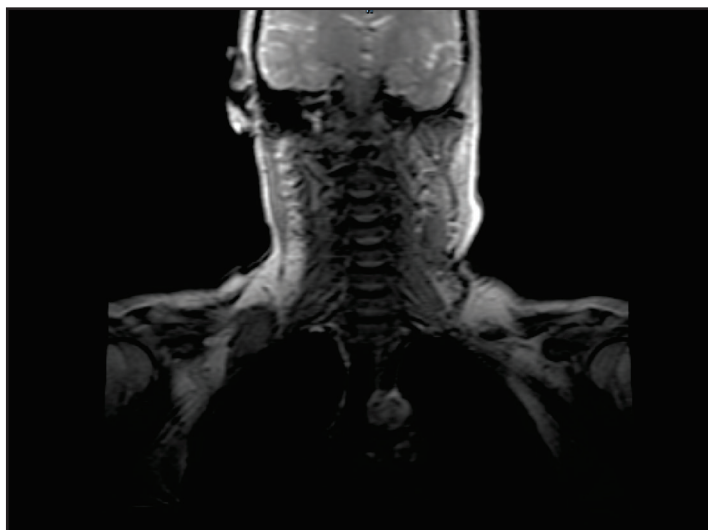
Результаты МРТ головного мозга, фронтальная проекция: данных за рецидив не выявлено у 63-летней пациентки с диагнозом «Амелобластома нижней челюсти справа. Рецидив»
